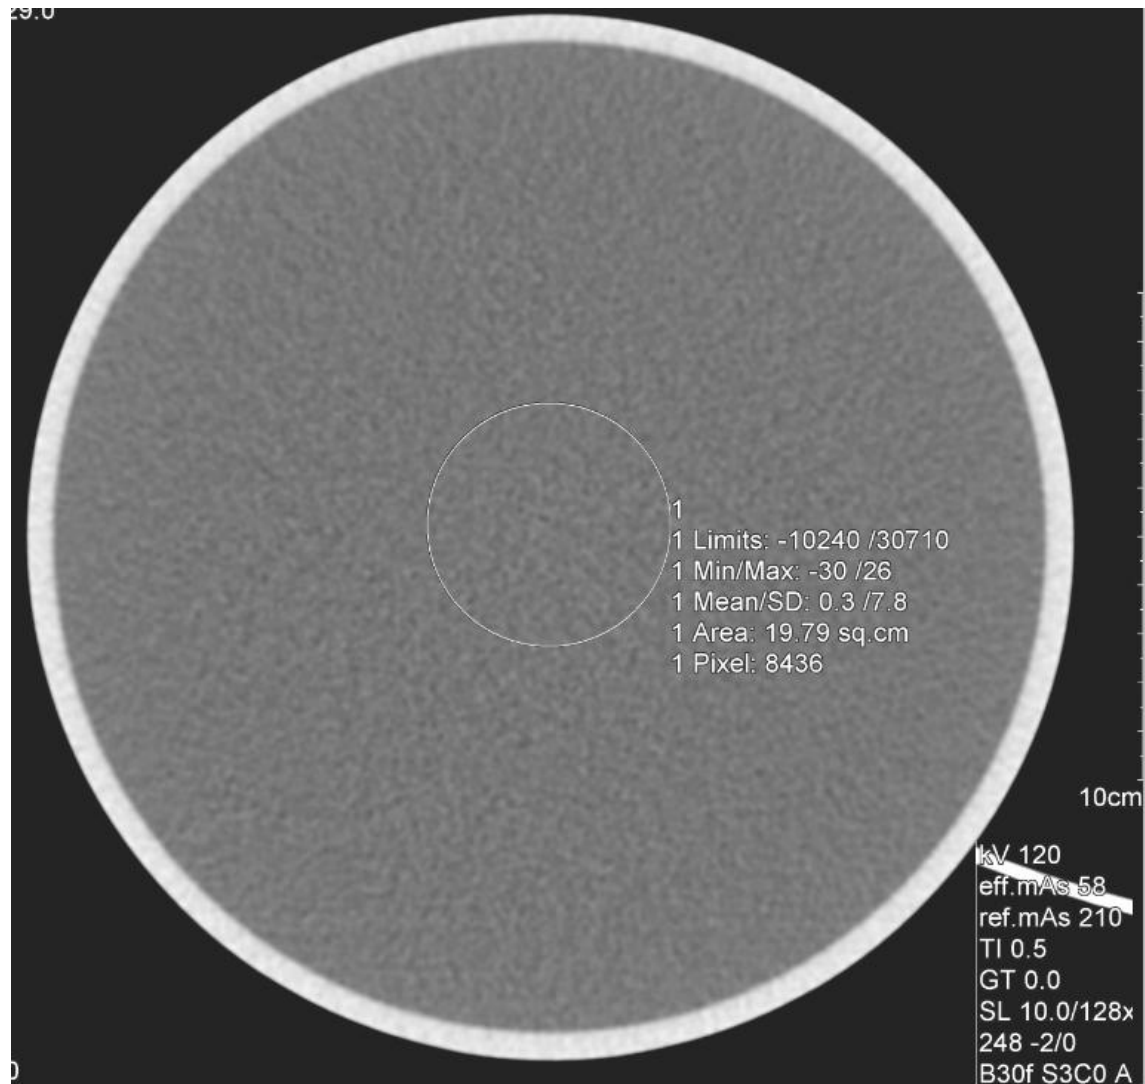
Visualización de una imagen axial del maniquí de agua GE®, donde se observa una ROI usada para evaluar el ruido, el valor medio del número CT y desviación estándar, a demás no se presentan artefactos en la imagen, así como se observa uniformidad a lo largo de la imagen del maniquí.
